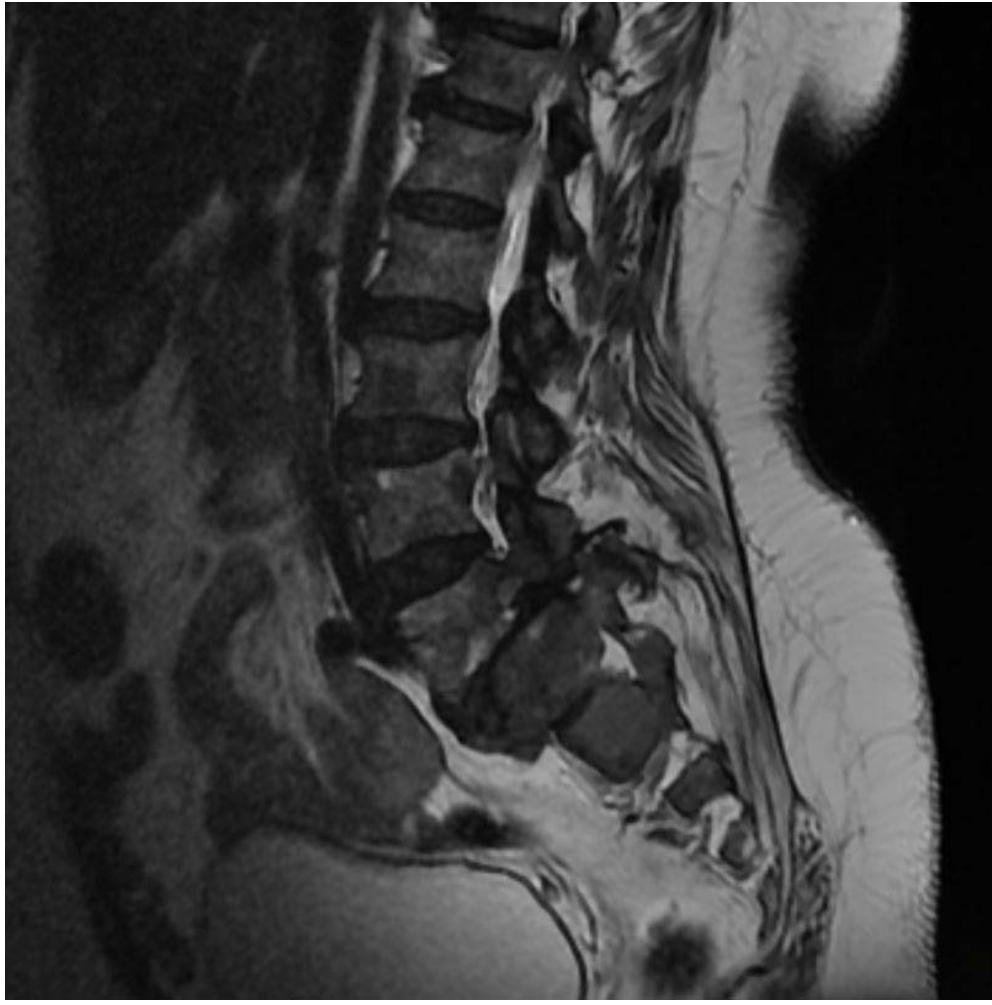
IRM lombaire en coupe sagittale T2 objectivant une lyse isthmique L5-S1
